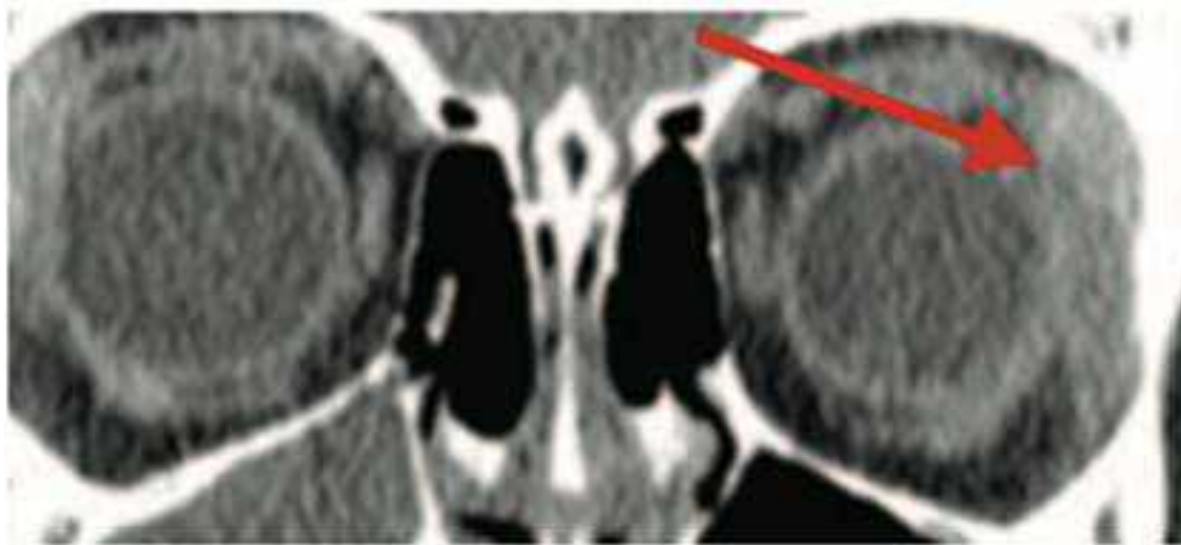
Спостереження №42. КТ хворої М-ко, 18 років, історія хвороби №5123 демонструє екстракональне утворення лівої орбіти (стрілка)
